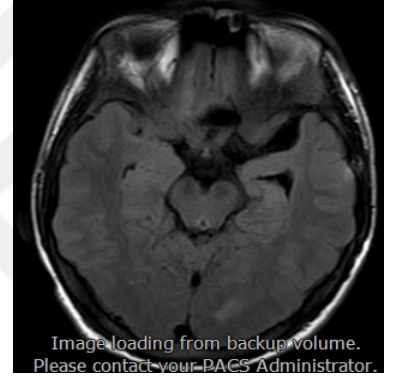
Şekil g : Postop 1. yıl MRG
